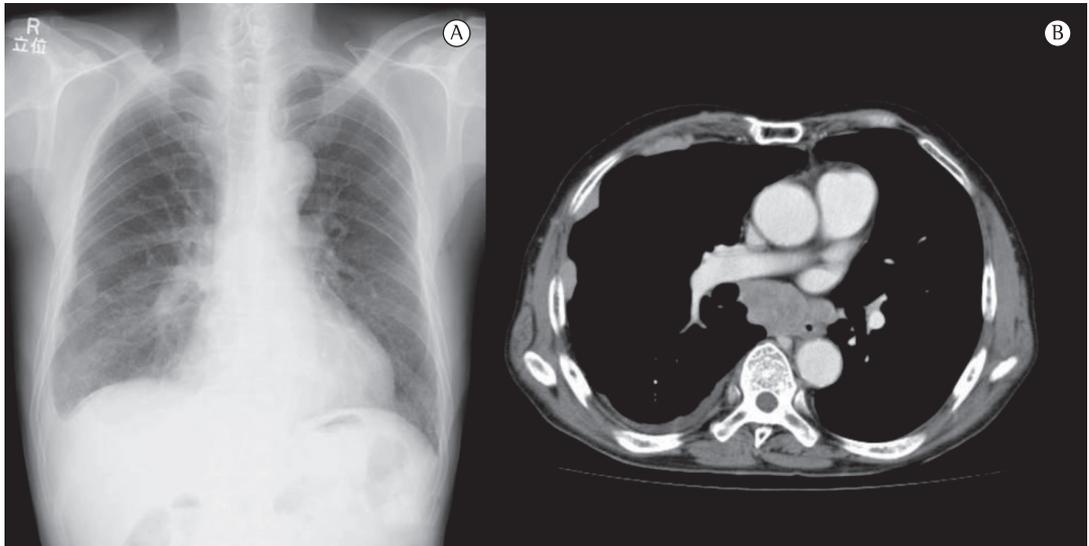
Em A, radiografia de tórax mostrando linfadenopatia hilar bilateral e discreta efusão à direita. Em B, TC de tórax mostrando múltiplos linfonodos aumentados e nódulos subpleurais.
